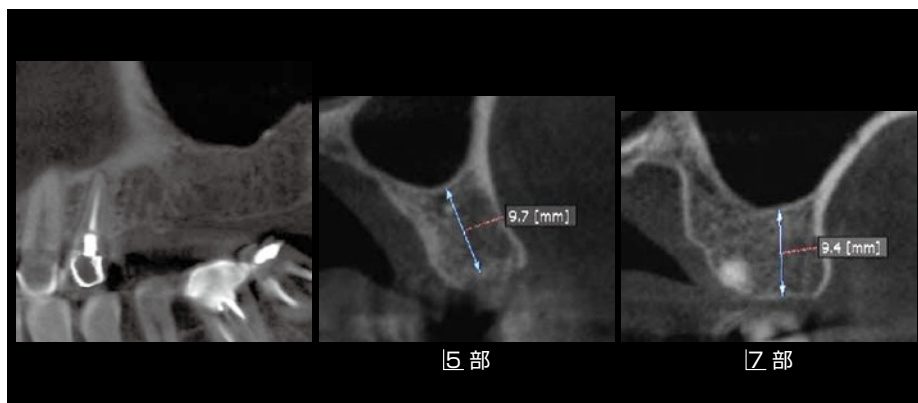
術前のCT像。インプラント埋入部位は15部と17部だが、CTで見ると15部の骨質もポーラスであるが、17部はさらにポーラスであることが認められる。
